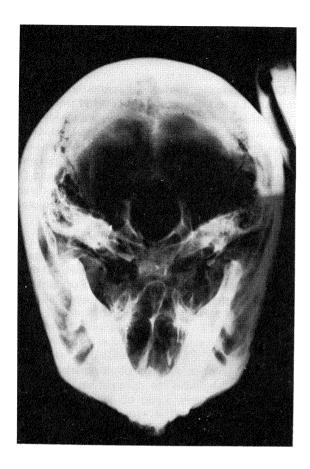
Radiographie (incidence de Hirtz) du crâne B 21 on remarquera la lésion de la cloison nasale, à mettre en rapport avec l'acte de momification.
